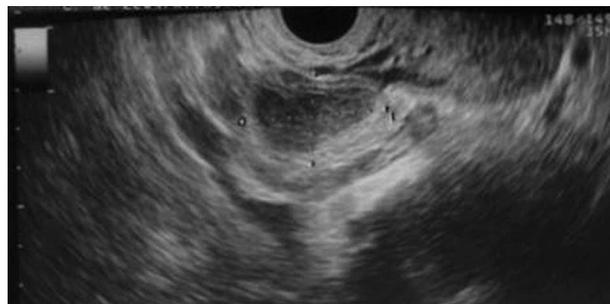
Ecografía ginecológica.
